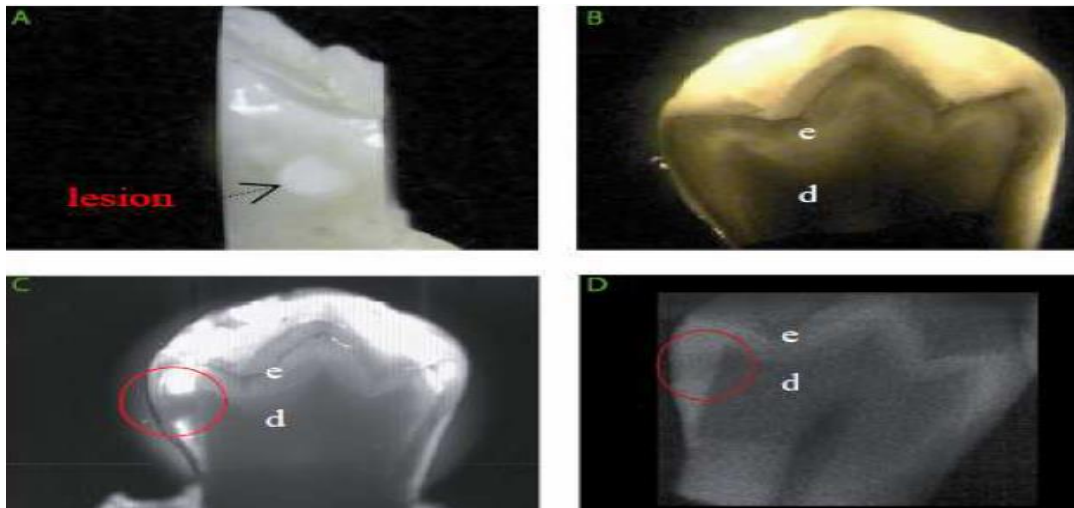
Lésion carieuse proximale vue par examen visuel (a), par transillumination en lumière visible (b) et en lumière proche infrarouge (c), et par radiographie bitewing (d) [e] = émail, [d] = dentine(Romieu C et all,2012)
